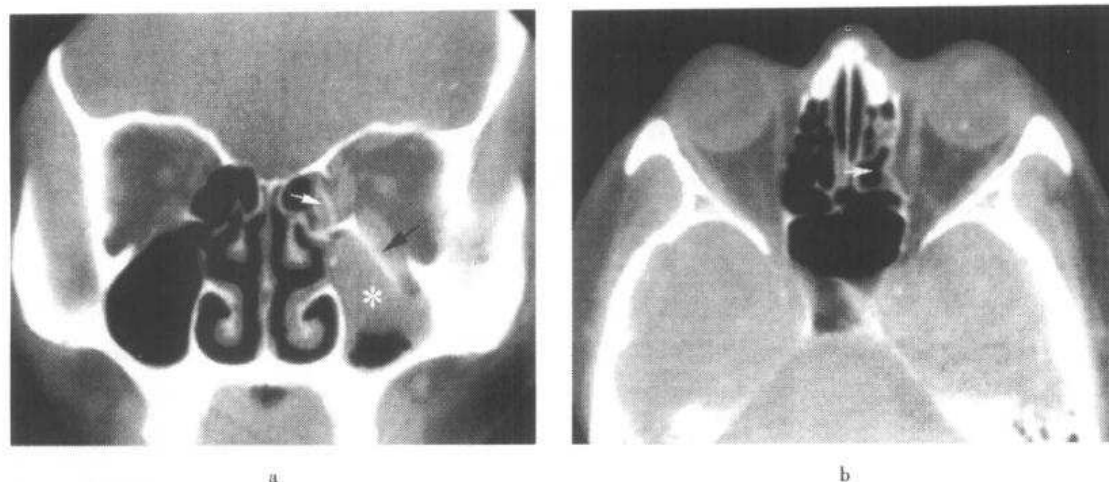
上颌窦、筛小房骨折的 CT 扫描图
